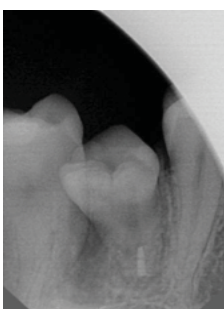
Рентгенограма одразу після трансплантації
